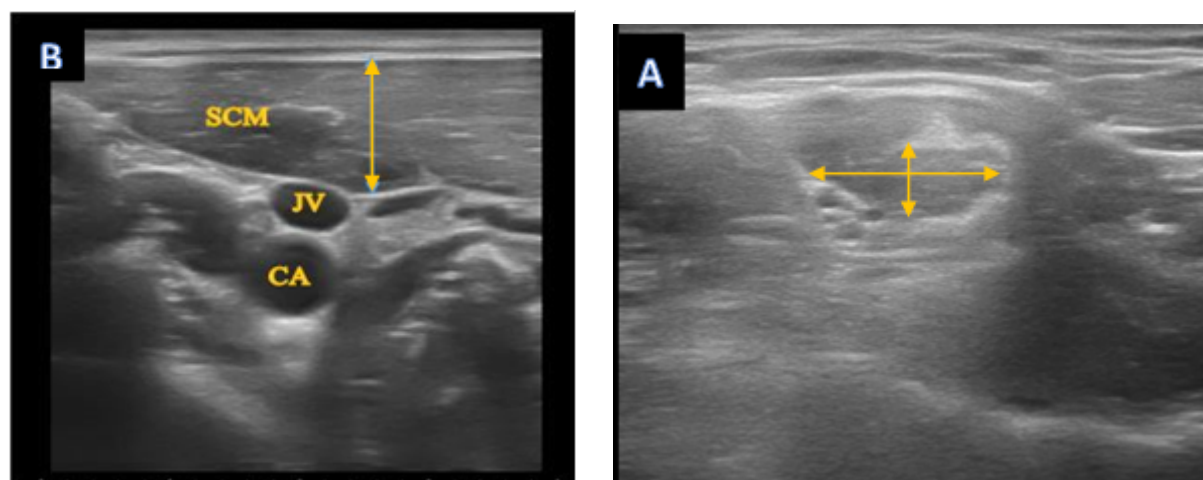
Ultrasound images of superficial neck muscles in healthy individuals
